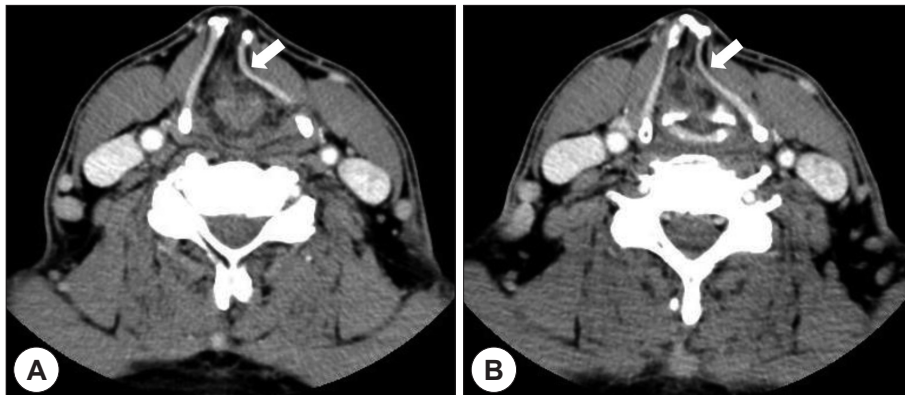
Axial CT scans of the neck. They show a concave deformity of left thyroid cartilage and a mucosal protrusion at the level of false vocal fold (A) and glottis (B), but no definite shadow of mass (arrows).
